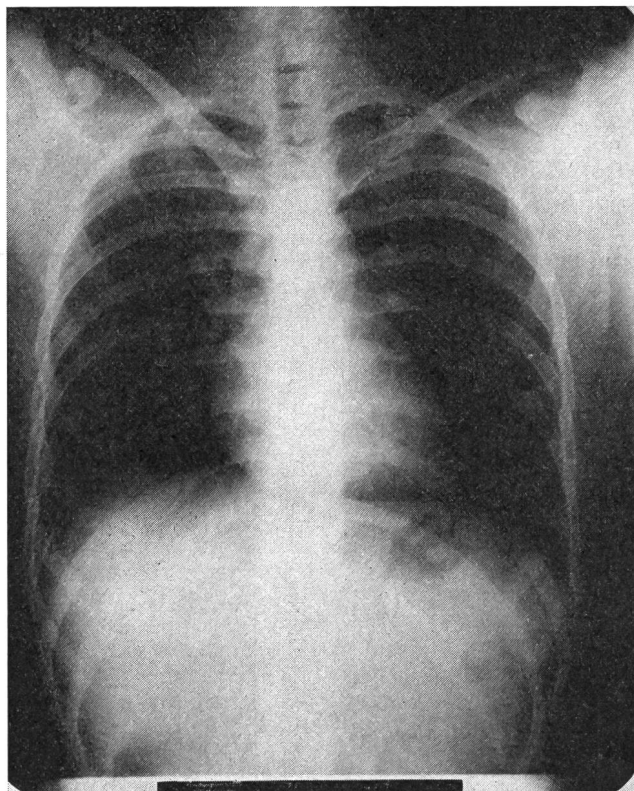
Röntgenaufnahmen der Thoraxorgane: links untrainierter Mann, rechts Marathonläufer.
